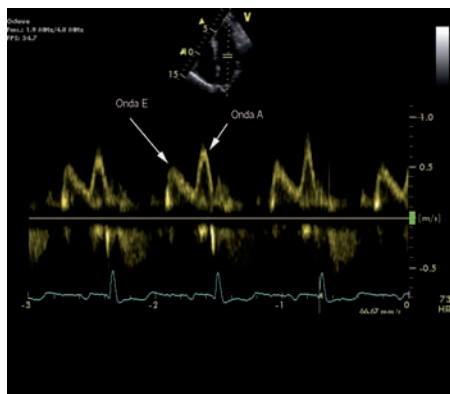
Ondas de llenado del VI mediante técnica Doppler.
